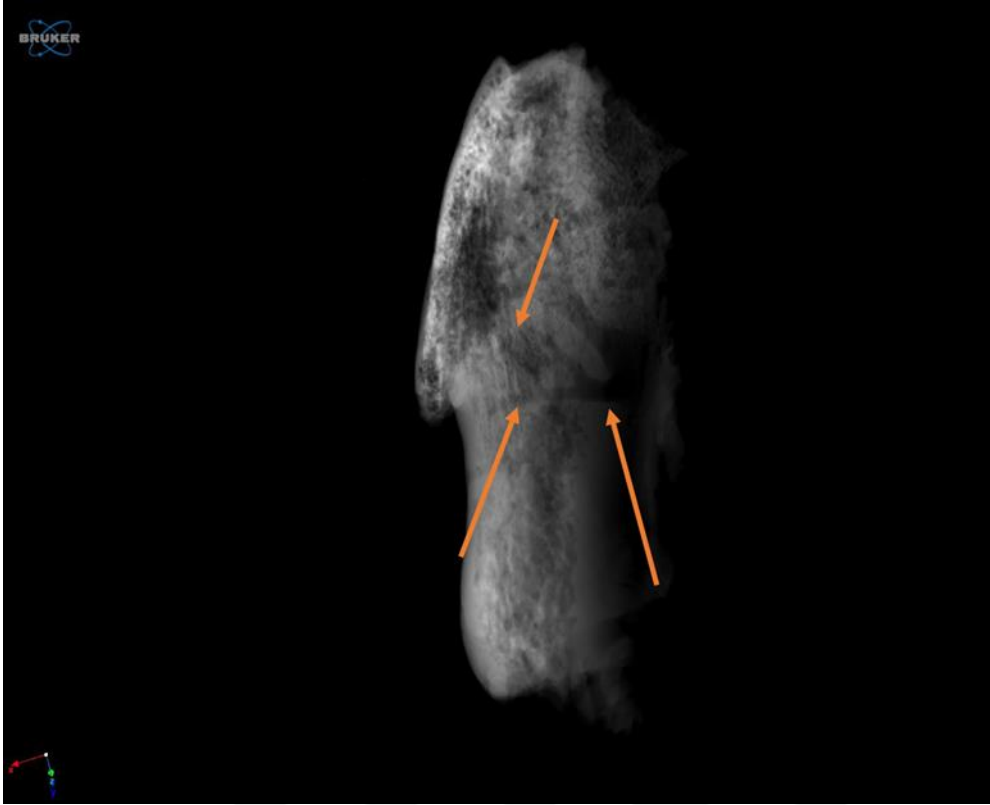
μ BT’de zigomatik kemiğin iki boyutlu görüntüsünün facies temporalis’ten görünümü
